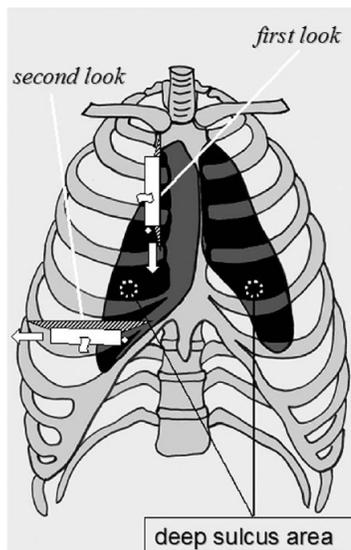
Zone du « Ultrasonographic Deep Sulcus Sign »
